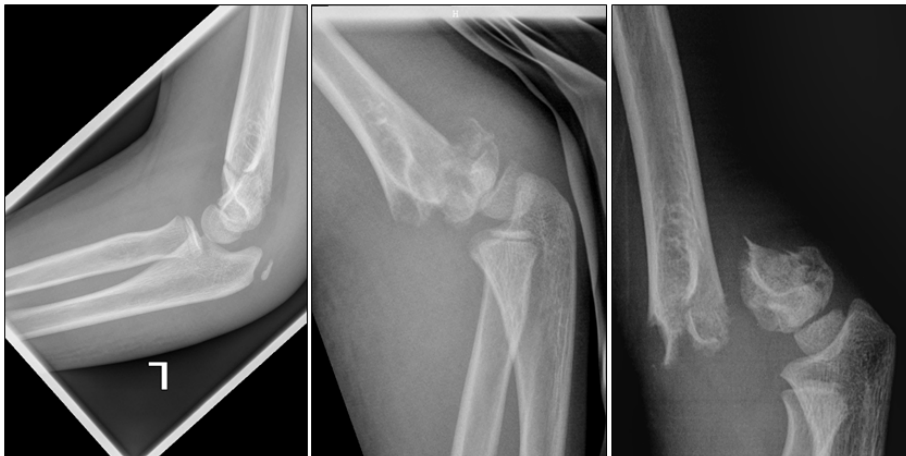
seitliches Röntgenbild supracondylärer Humerusfrakturen
